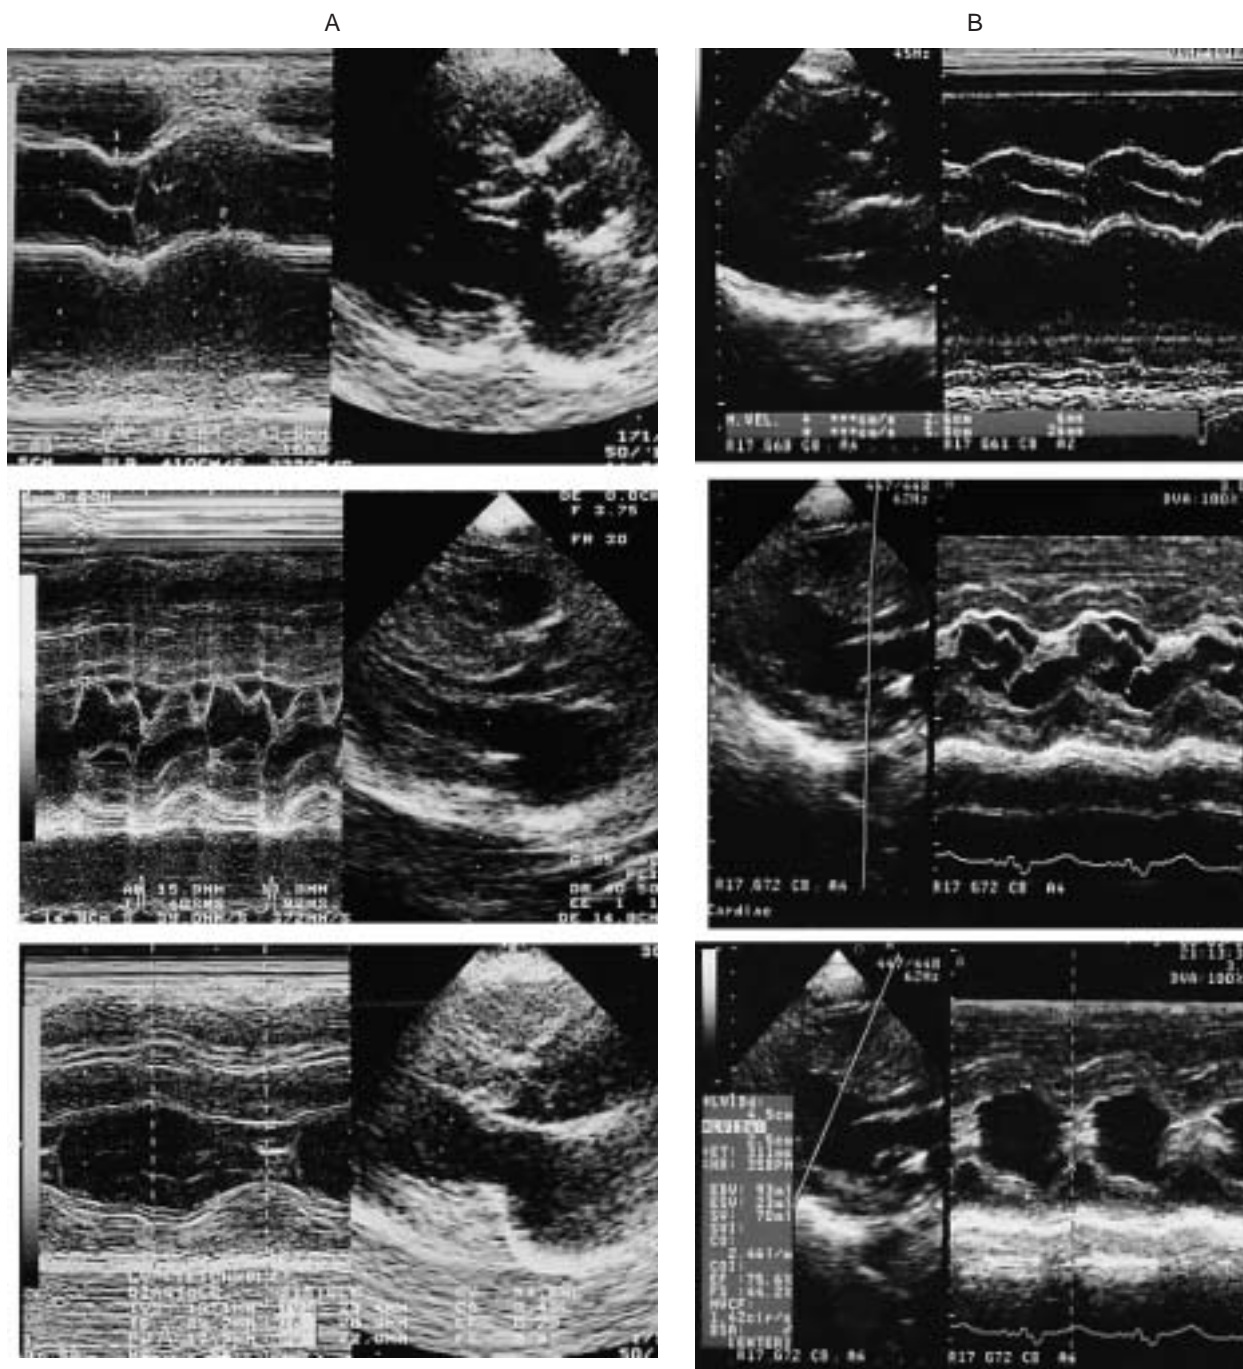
Echocardiograms taken (A) 7 years previously and (B) before the surgery
